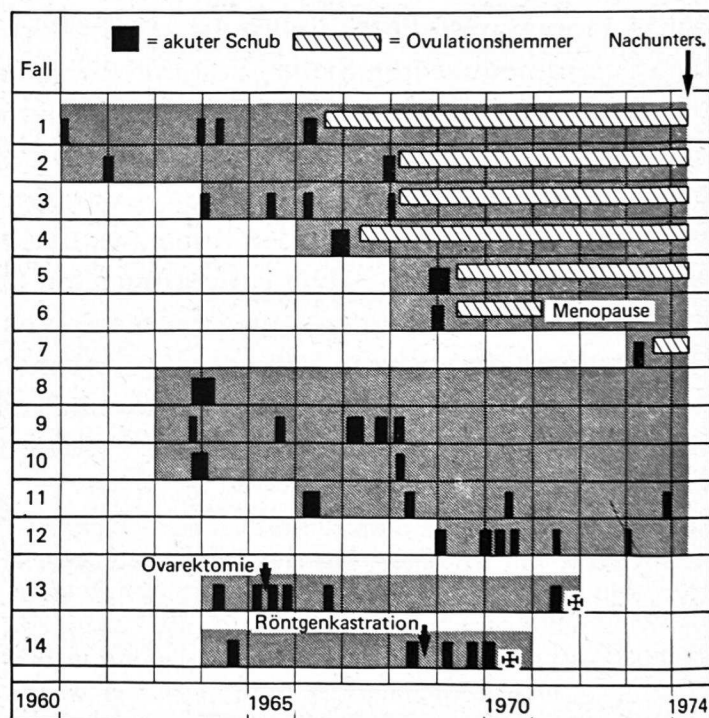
Synopsis des Krankheitsverlaufs bei 14 Patientinnen mit akuter intermittierender Porphyrie: Fall 1–7 vor und nach Behandlung mit Ovulationshemmern, Fall 13–14 vor und nach beidseitiger Ovarrektomie bzw. Röntgenkastration und Fall 8–12 ohne Behandlung. Die schwarzen Blöcke entsprechen akuten Schüben. Abszisse: Zeit in Jahren.
